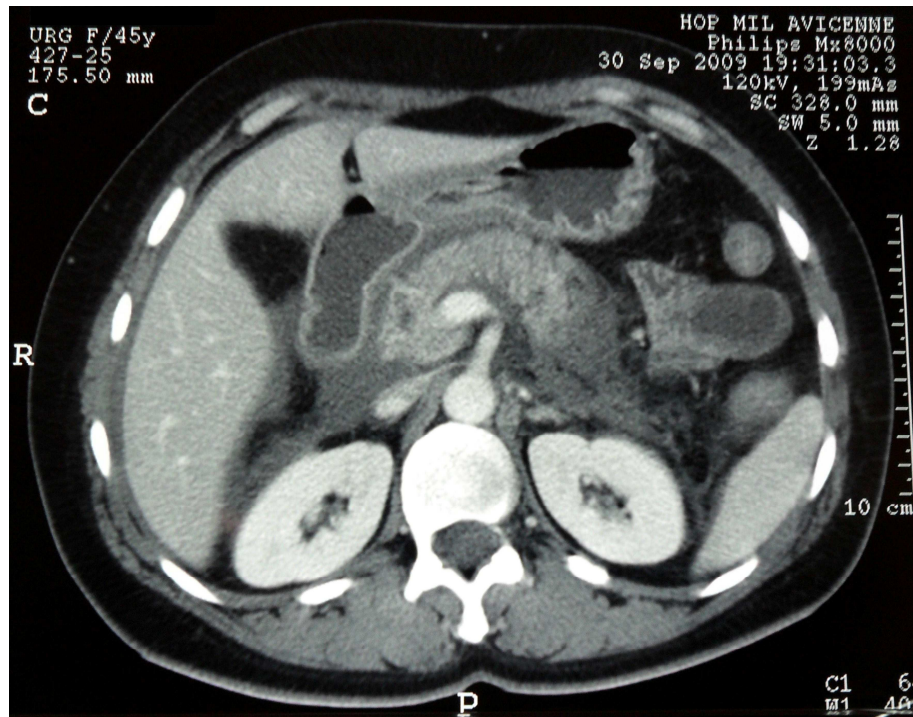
Image TDM avec contraste, qui montre une pancréatite grade E avec nécrose de la queue du pancréas associée à des collées des espaces para-rénaux
